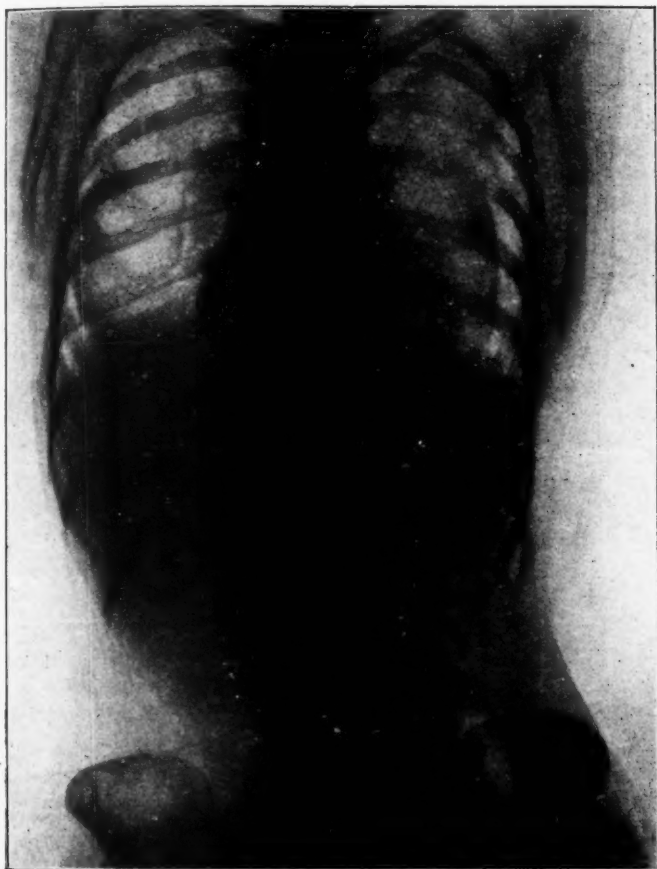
Radiographie II.
